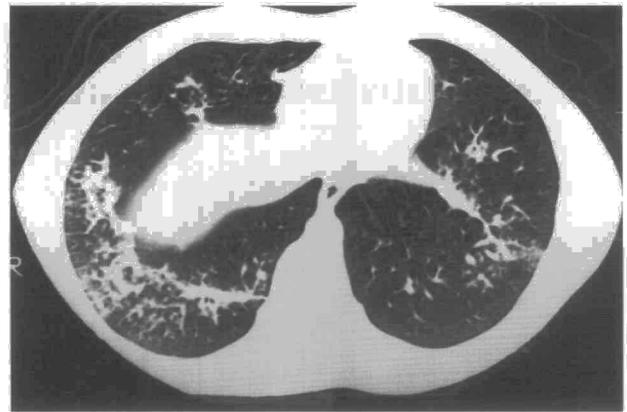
TAC torácica al ingreso, donde se observan cambios inflamatorios distales en ambas bases con pequeñas dilataciones bronquiales y zonas de atrapamiento aéreo. Probable impactación mucosa y engrosamiento de los septos.
